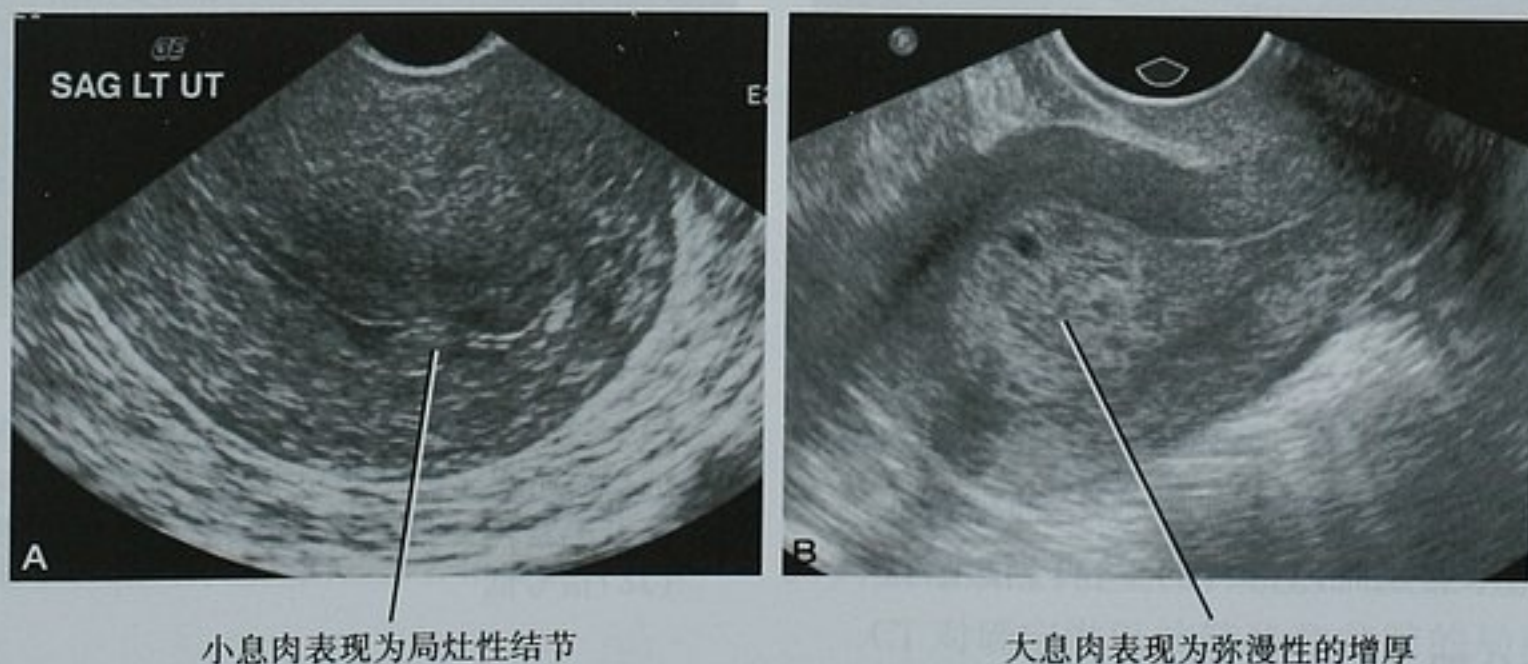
经阴道超声显示两个不同患者的良性子宫内膜息肉。A. 后倾子宫的矢状位图像显示子宫内膜带(EMS)局部的圆形增厚;B. 矢状位图像显示 EMS 弥漫性增厚伴有小囊腔。这与增生或子宫内膜癌难以鉴别
